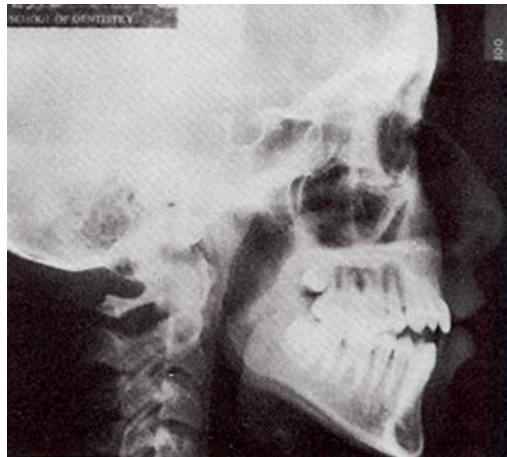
radiografía lateral de cráneo en donde se observa una mordida abierta anterior
